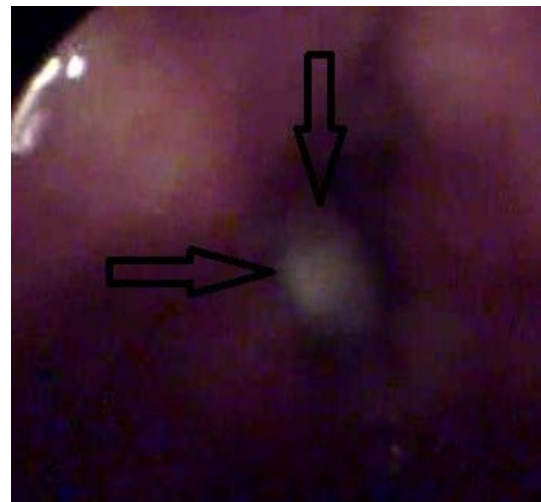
31 numaralı olgunun aksiyel BT (a), SL (b) ve VL (c) görüntülerinde larinks lümenini daraltan kitle lezyon, histopatoloji sonucu yassı hücreli karsinom
